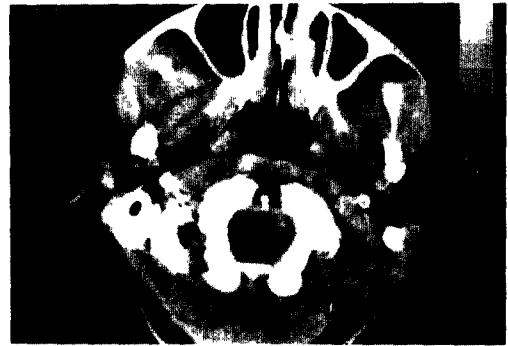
Neck CT scan shows well demarcated multiple nodes in both cervical space.
